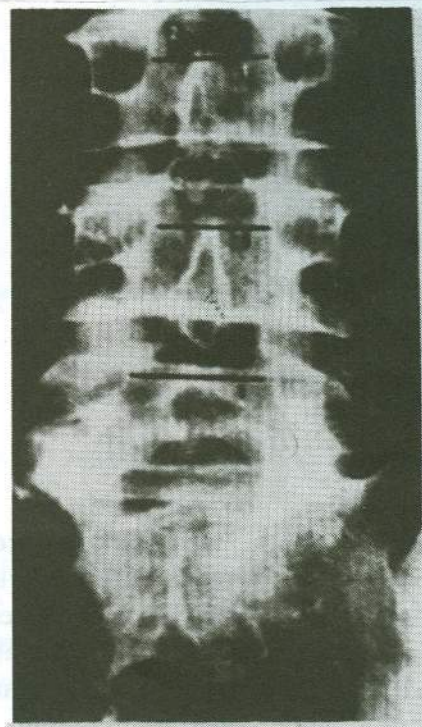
Signes radiographiques en incidence de face de sténose constitutionnelle :
